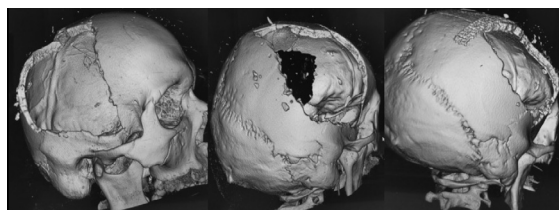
Післяопераційна СКТ ГМ пацієнта Ю. після проведення резекційної декомпресійної трепанації черепа праворуч (12/14 см) з видаленням епі- та субдуральної гематоми та втиснутого перелому кісток черепа (а). Резекційна декомпресійна трепанація черепа ліворуч із видаленням субдуральної гематоми (б). Стабілізація балотуючих кісткових фрагментів над синусом титановою пластиною (в)
